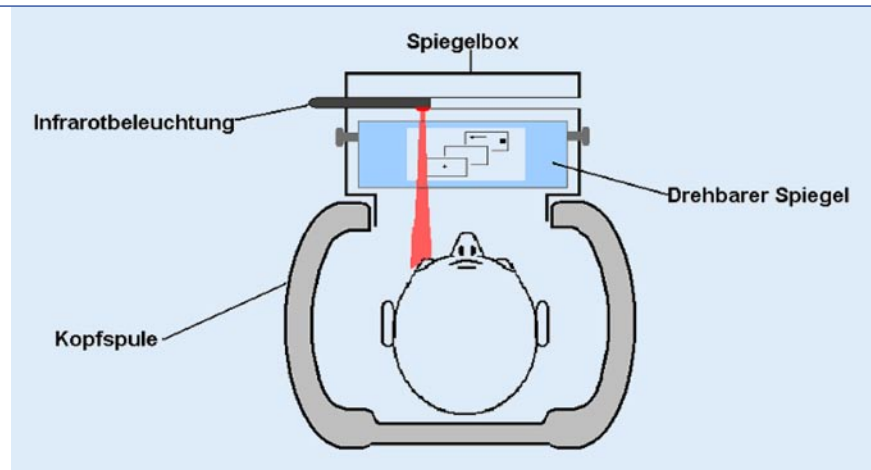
▲ Eye-Tracker in der Magnetresonanztomographie
